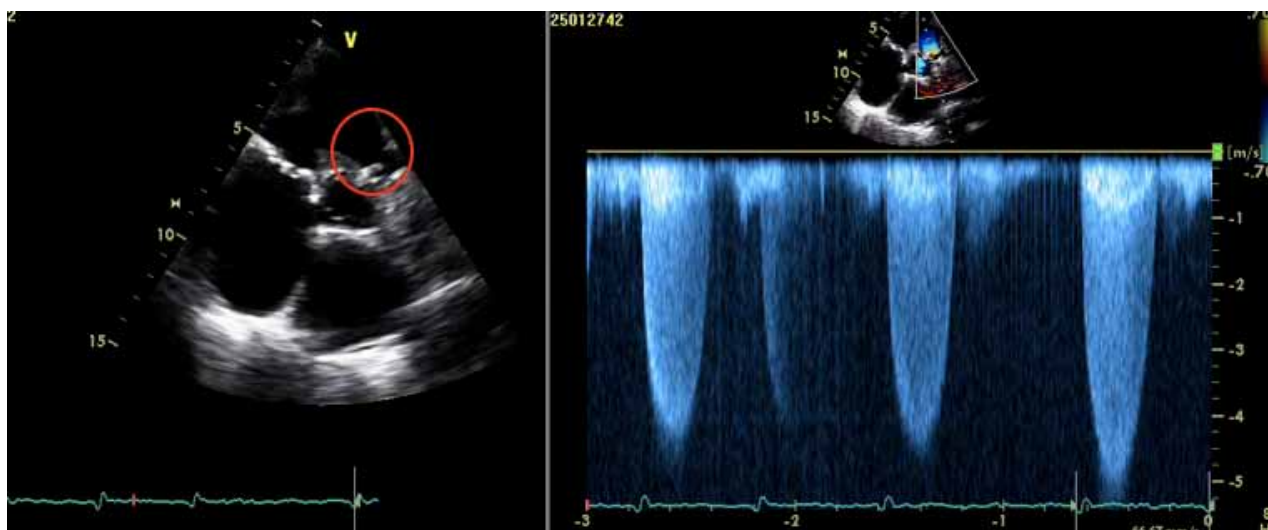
(A) – Curto eixo para-esternal mostrando a válvula pulmonar (B) – Doppler contínuo da válvula pulmonar
